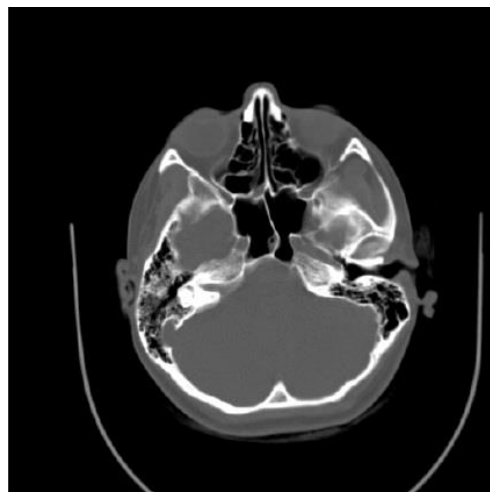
Пролабирование канала ВСА в полость клиновидной пазухи – на половину диаметра канала (аксиальная проекция КТ)
